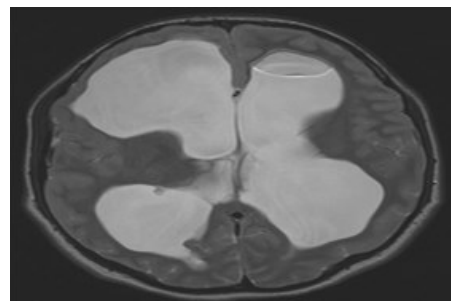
Kranial BT görünümü
